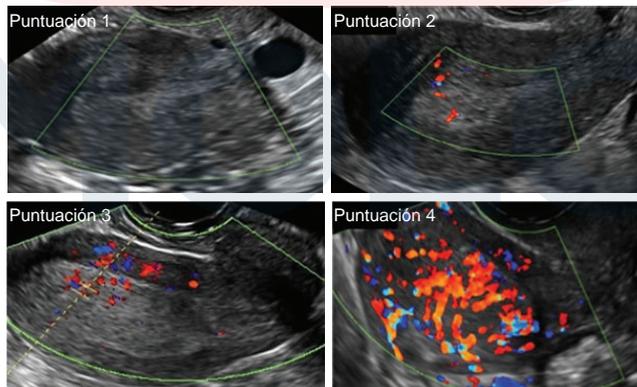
La puntuación de color en una lesión ovárica, miometrial o endometrial es una evaluación subjetiva y semicuantitativa del Doppler color de la cantidad de flujo sanguíneo presente y se basa en la puntuación del contenido de color sugerida por primera vez por el International Ovarian Tumor Analysis y aplicada previamente a las masas ováricas. Cuando no hay flujo dentro del endometrio, la puntuación de color es 1 (no es cero por convención), una puntuación de 2 es cuando se detecta un color mínimo, una puntuación de 3 es cuando existe color moderado, y una puntuación de 4 es cuando hay abundante color.
